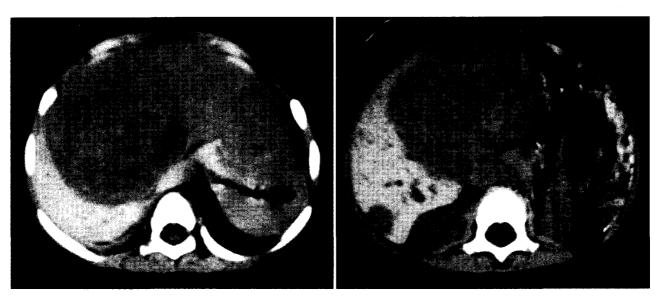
症例8のCT.1歳4ヵ月の女児,腫瘍は肝左葉から前区域におよびS6にも肝内転移を認めた.
